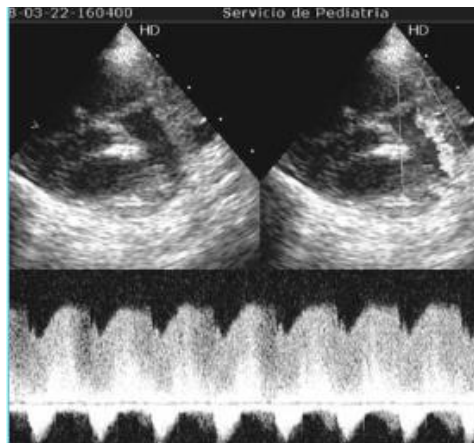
Eje paraesternal corto. Visión del ducto flujo de doppler continuo.
